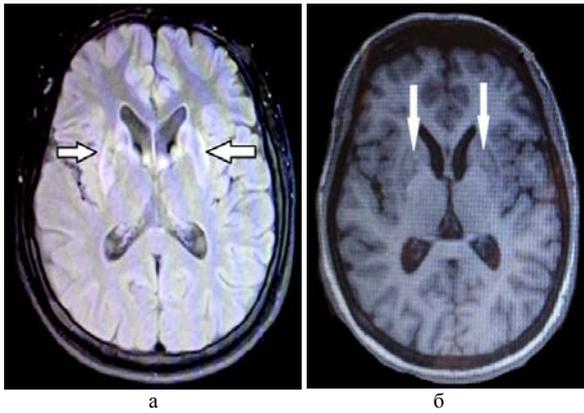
МРТ головного мозга пациентки П. Гиперинтенсивный однородный сигнал от базальных ядер (хвостатое ядро, скорлупа, ограда) билатерально в T<sub>2</sub>-режиме (а) и гипоинтенсивный сигнал от тех же структур в режиме T<sub>1</sub> (б)
